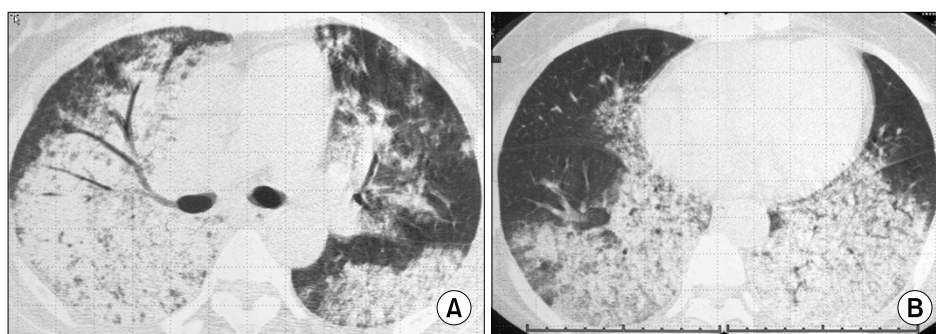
Initial chest CT revealed (A) diffuse consolidation and air-bronchogram in the dependent portion of both upper lungs, and (B) diffuse consolidation and ground glass attenuation in both low lungs. CT: computed tomography.
